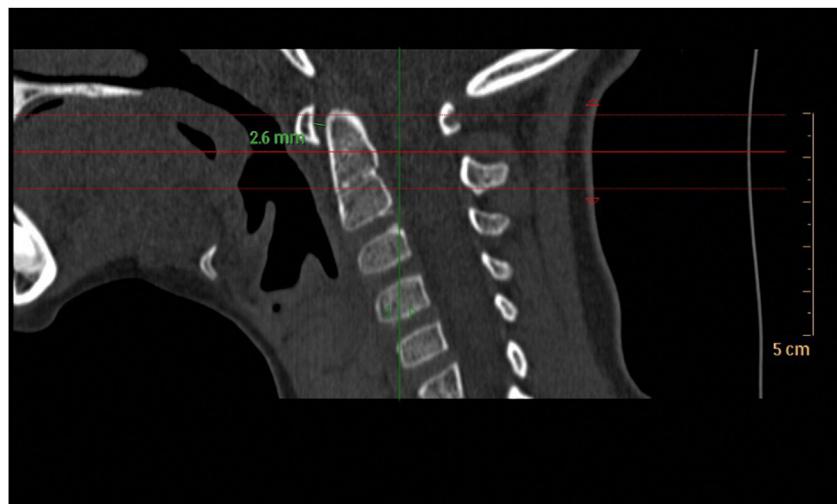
Corte sagital de TAC de columna cervical.
